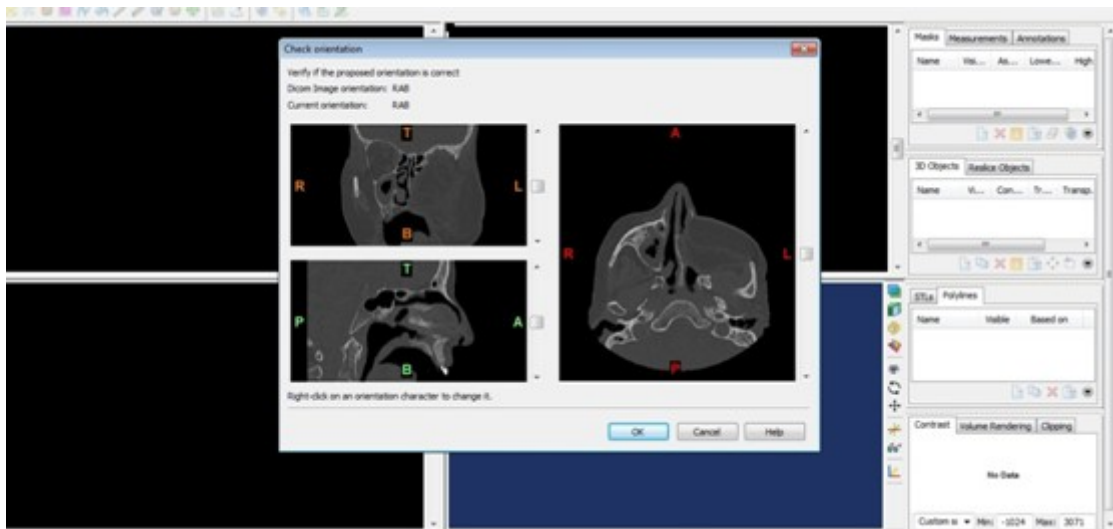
Orientação das imagens da TAC
